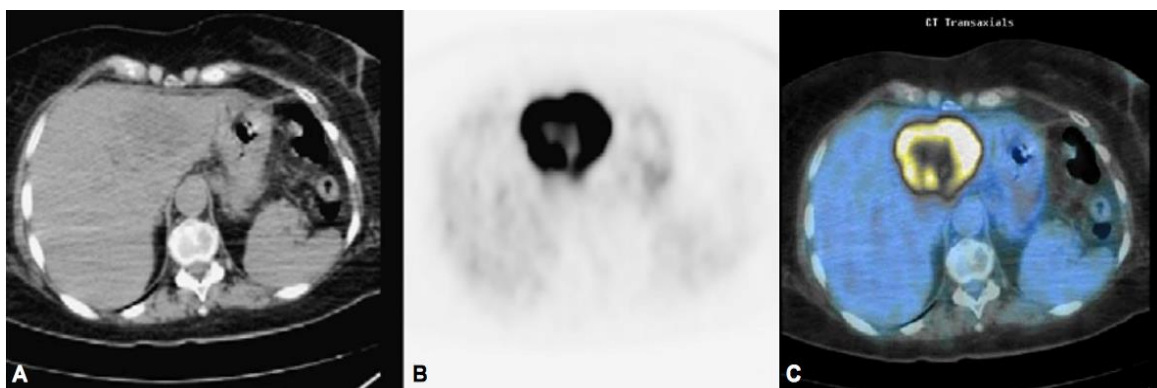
TEP-TC Metástasis hepática de Adenocarcinoma de sigmoides. A) TC axial sin contraste endovenoso muestra lesión hipodensa en LI de hígado. B) TEP muestra zona focal con incremento intenso de actividad metabólica. C) Fusión de TEP-TC demuestra que la zona focal de actividad metastásica corresponde con la lesión hepática del lóbulo izquierdo.⁵²
